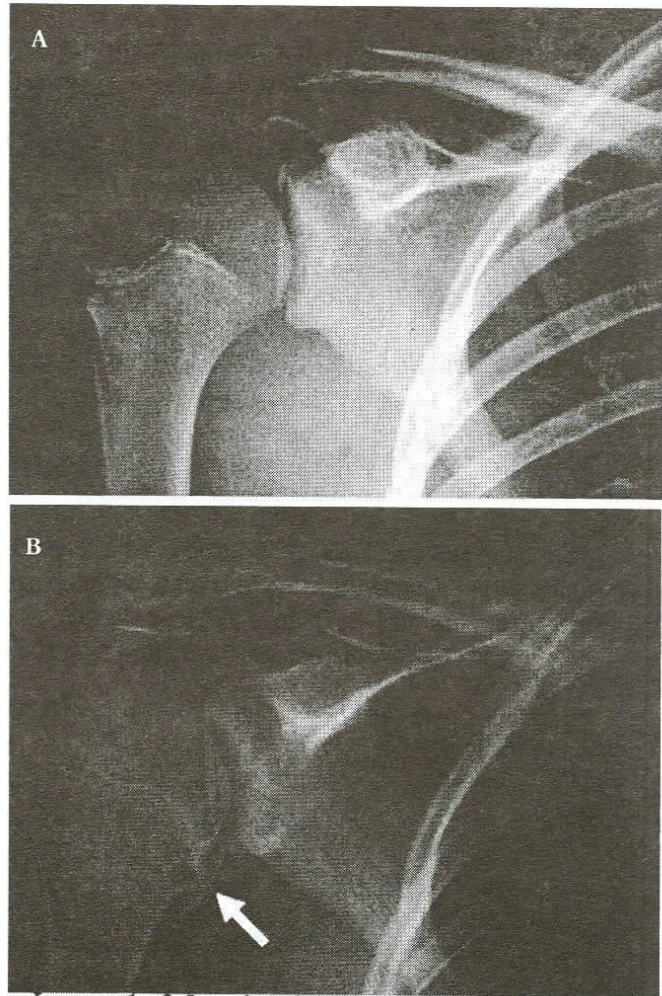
La radiografía AP del hombro en la rotación neutral no revela fácilmente la fractura. B, La fractura se ve en la radiografía AP en la rotación interna.
